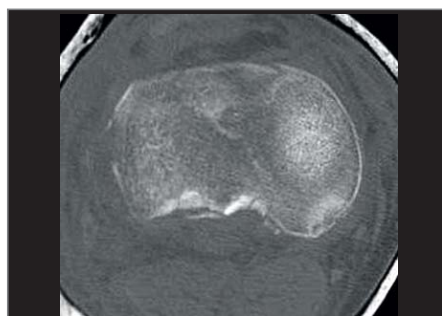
CT-Analyse von Tibiakopffraktur und Eminentiaausriss
